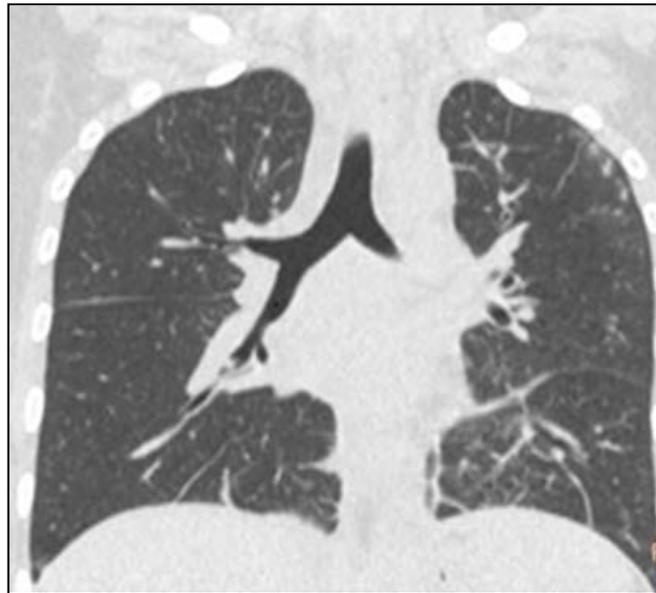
Компьютерная томография у больного В-клеточной лимфомой.
